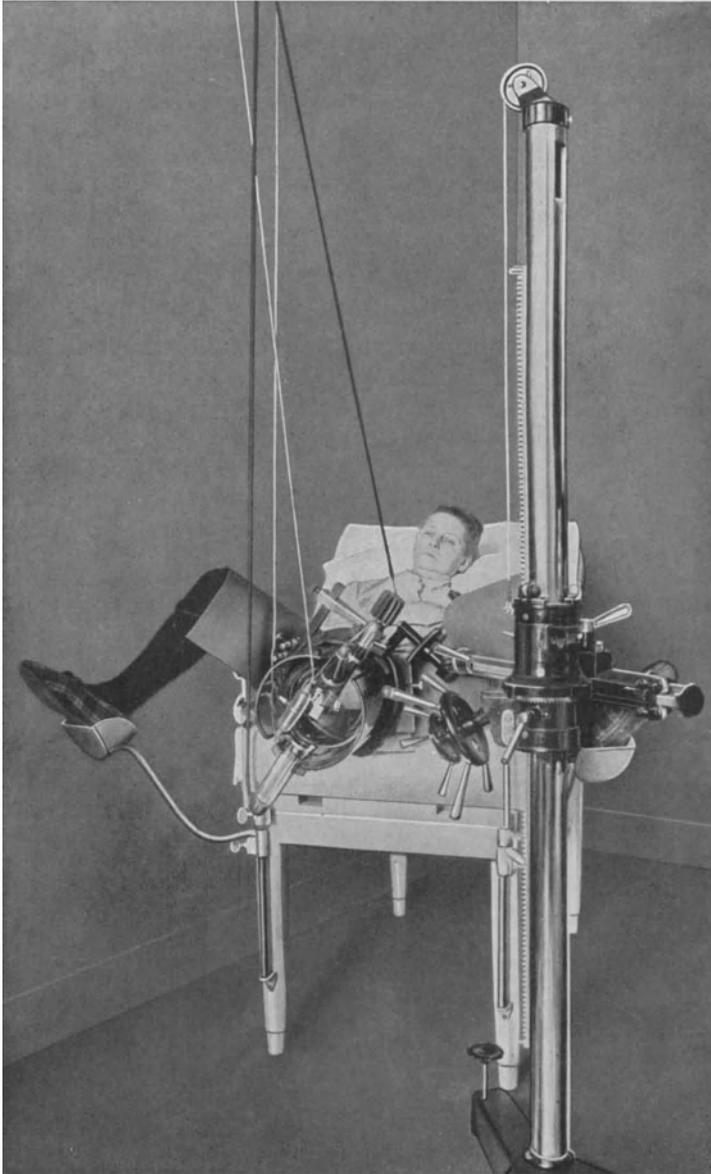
Typische vaginale Röntgenbestrahlung. Heute wird statt der Schutzhaube als Röhrenschutz auch die WINTZsche Kanone oder mit besonderem Stativ die strahlen- und hochspannungssichere Therapieröhre zur vaginalen Bestrahlung benutzt.
